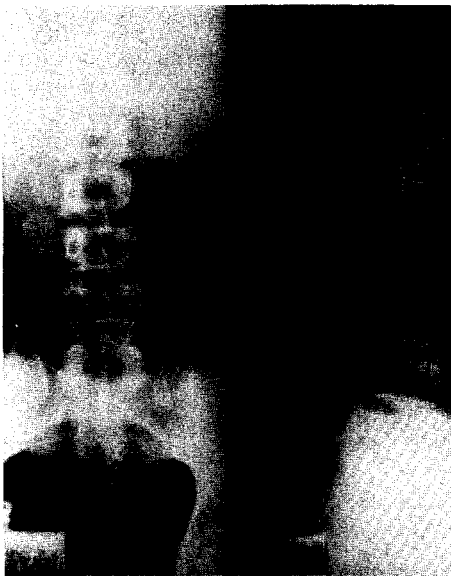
Plain roentgenogram of the lumbar spine
